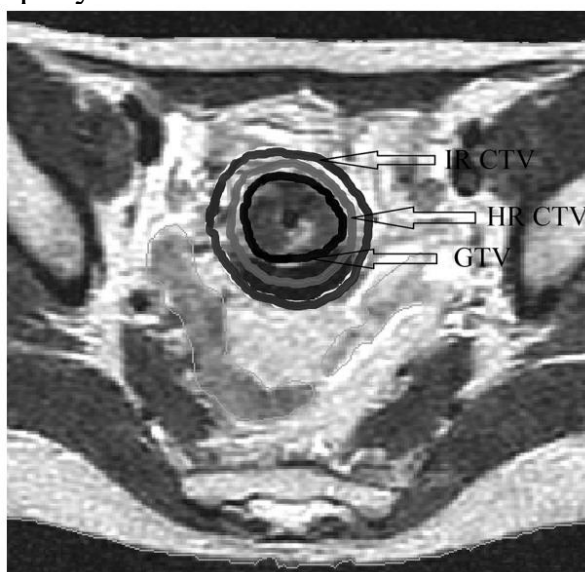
МРТ-изображение с контурами объемов GTV, HR-CTV и IR-CTV
